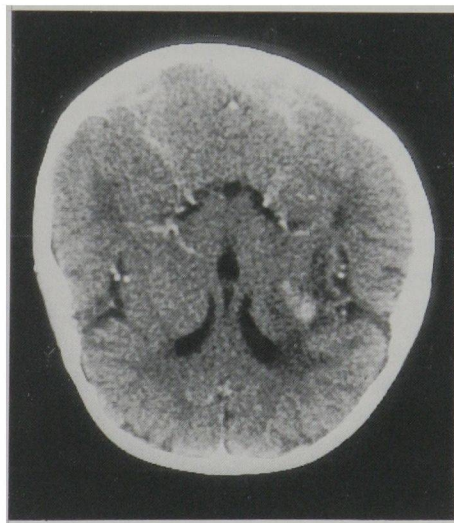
Five weeks later (Apr. 17), CT no longer shows ring-enhancement, but remarkable resolution of edema and marked diminution in size of the lesion
